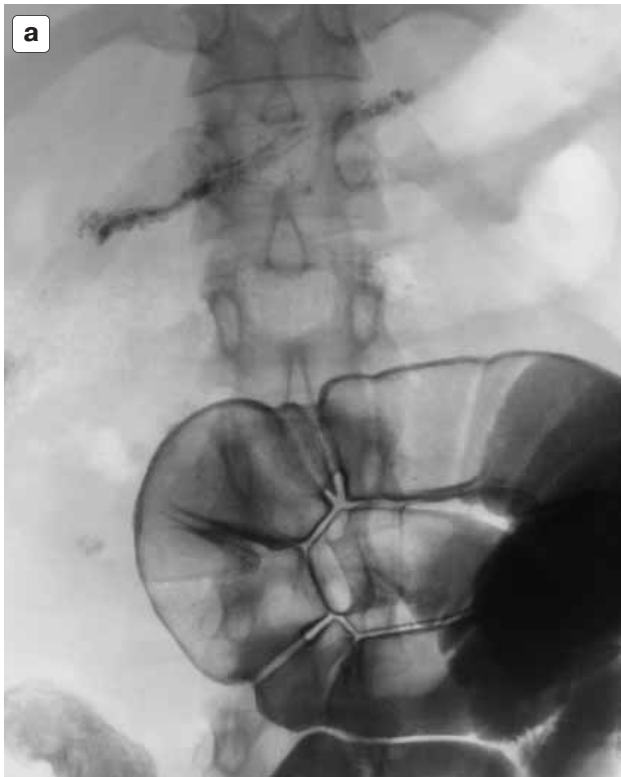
Характеристика отдельных симптомов болезни Крона, полученных при рентгенологическом исследовании тонкой кишки с препаратом “Entero-Vu”. а – петли подвздошной кишки в условиях двойного контрастирования, просвет их резко расширен. б – при дальнейшем исследовании контрастируется деформированная слепая кишка, с наличием двух каналов (свищей), спускающихся книзу (стрелки). Терминальный отдел подвздошной кишки из-за резкого сужения его просвета контрастируется трудно. в – отчетливо видна контрастированная часть толстой кишки (расположенная над петлями подвздошной) с выраженными элементами ее двойного контрастирования как проявление преимущества препарата “Entero-Vu” (стрелки). Виден также участок циркулярного ее сужения (большая стрелка).
